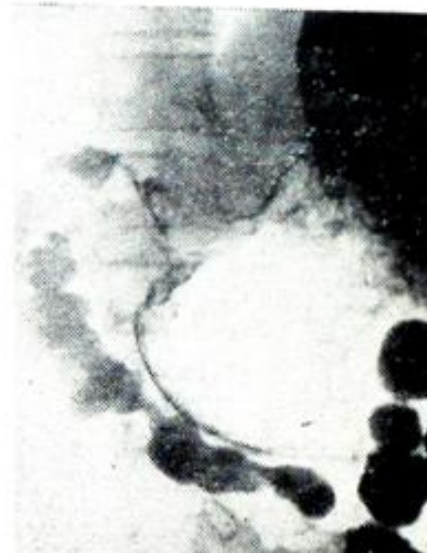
Рентгенограмма желудка больной Т., 48 лет. Опухоль выходного отдела желудка.
